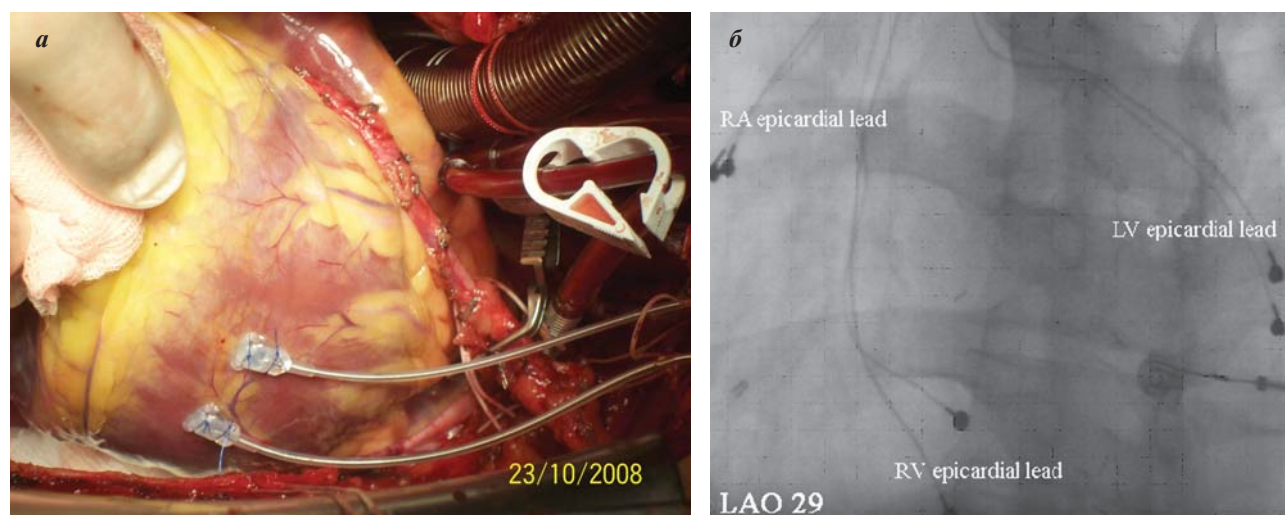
Фрагмент операции: а - имплантация эпикардиальных электродов к левому желудочку, б - рентгенологическое изображение эпикардиальных электродов.
